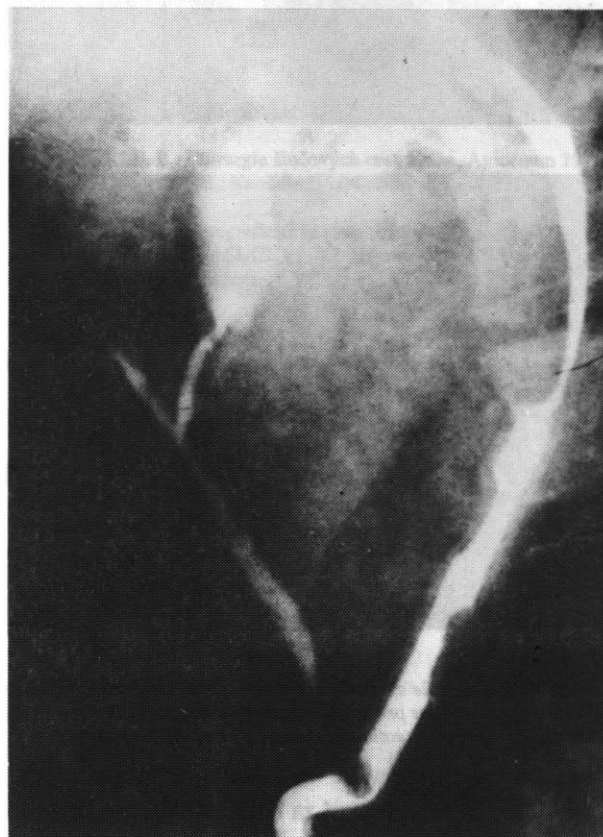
RTG obraz změn po punkcích pleurální dutiny
